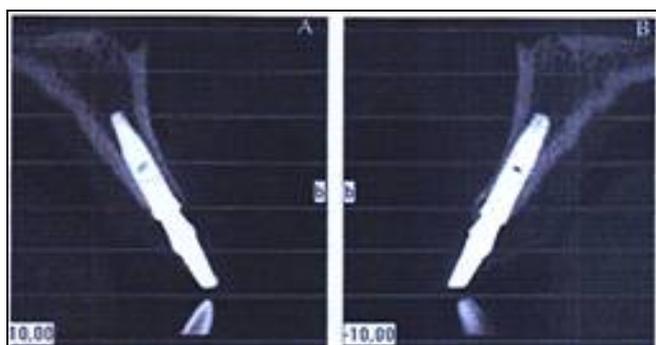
A e B Tomografia computadorizada no pós-operatório imediato
